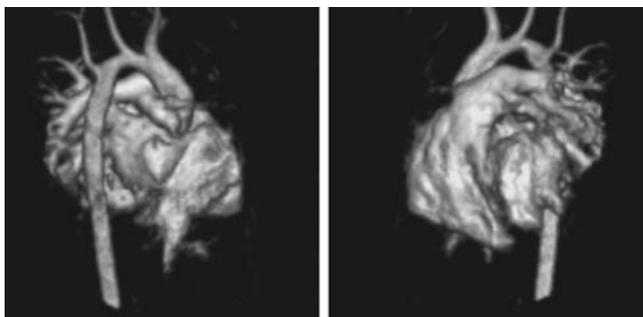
МРТ больного Д., 2,5 года. Состояние после РЭД коарктации аорты, пластики дуги аорты, анастомоза по типу «концев-в-конец»
